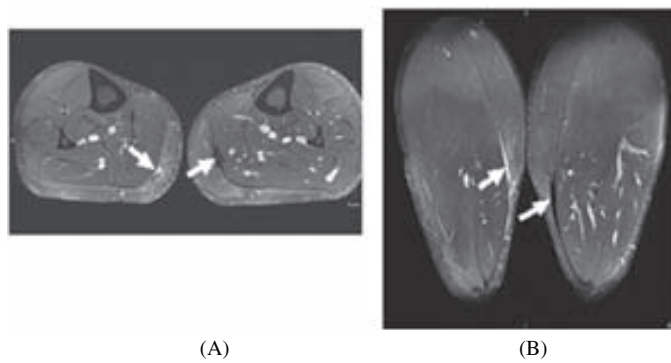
Fat-suppressed T2-weighted axial (A) and coronal (B) image show a detachment of the right medial gastrocnemius from their common aponeurosis with the soleus. Hemorrhagic fluid is shown as a hyper-intense signal between the muscles (arrows). The scar in the common aponeurosis of the left calf resulted from a previous muscle injury (arrows).
